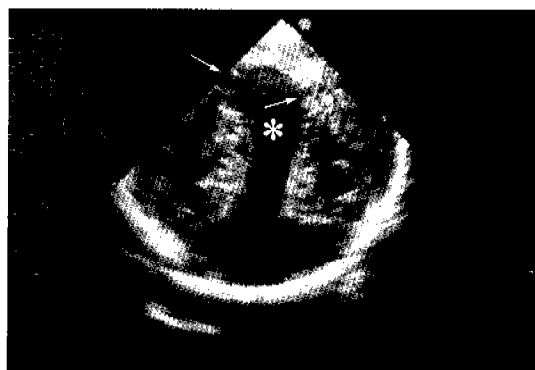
Two-dimensional ultrasonography of the head in coronal plane. Large vein of Galen(\*) is seen in midline. Large feeding arteries are seen entering the aneurysm from both right and left side (small arrows).
